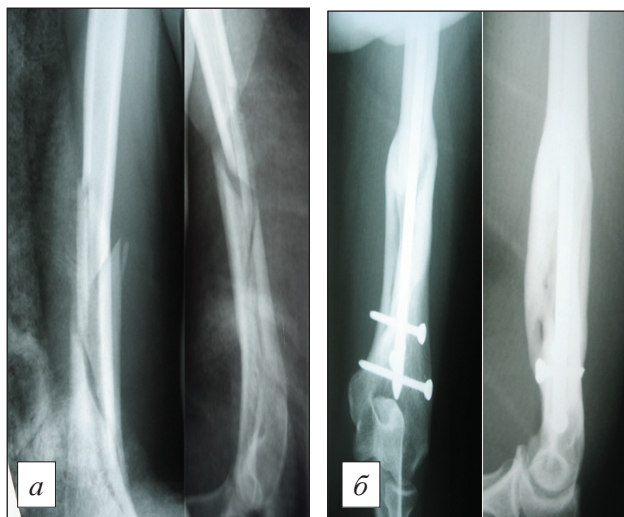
Рентгенограммы пациентки А., 30 лет.
